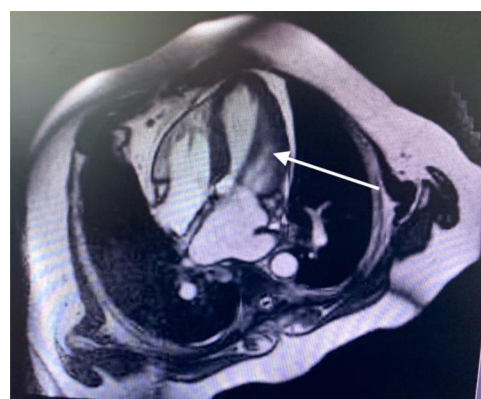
Cardiorresonancia magnética. Flecha blanca: se observa imagen compatible con músculo papilar gigante que se dirige hacia el velo anterior de la válvula mitral.
